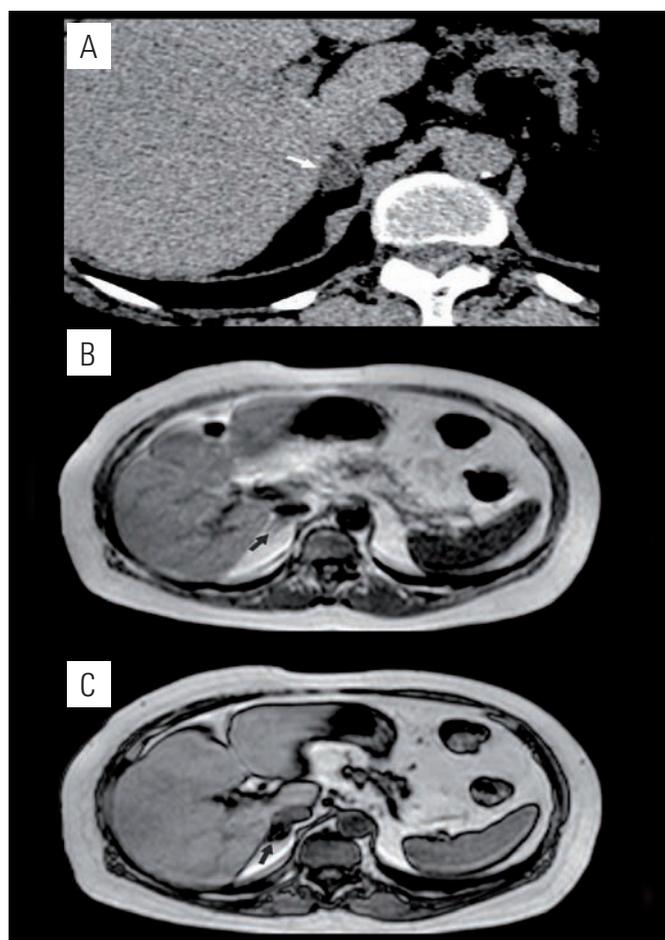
(A): Tomografia Computadorizada pré-contraste evidenciando lesão hipodensa em topografia de adrenal direita com atenuação média de 5UH. (B e C): Ressonância Magnética nas sequências in phase e out of phase demonstrando queda de sinal consistente com adenoma.
